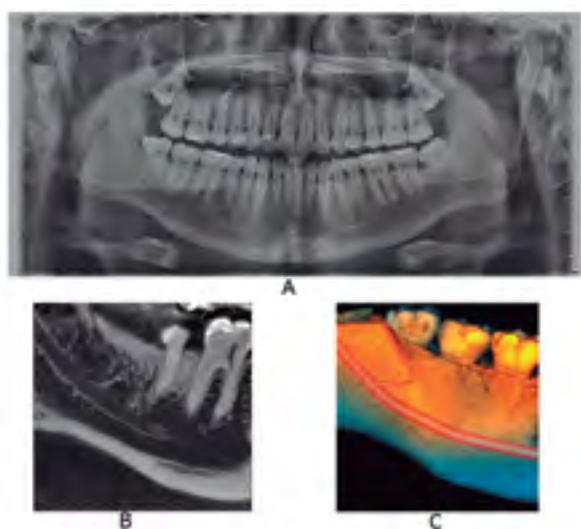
Canal mandibular bífido, tipo retromolar del lado derecho. A. Radiografía extraoral panorámica. B. Corte sagital de la región de pieza dentaria 4.8 mediante TCHC. C. Renderizado de TCHC.
